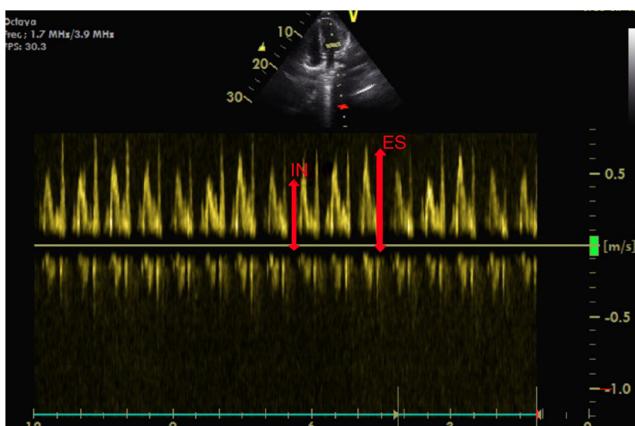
Curva Doppler con variaciones respiratorias significativas del flujo mitral.
